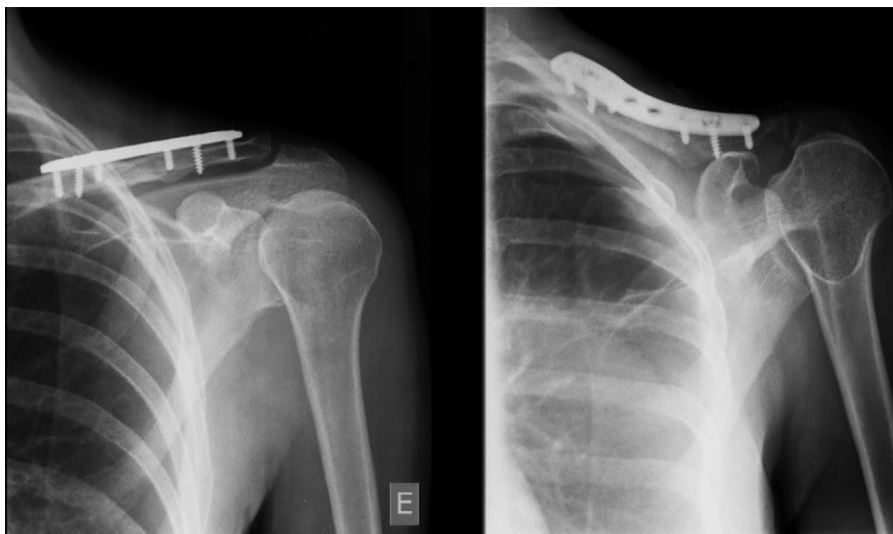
Radiografia pós-operatória da clavícula esquerda.
